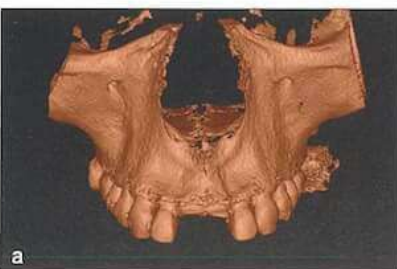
a～c 上顎骨のCBCTのポリウムデータ(a)と，IOSでの口腔内のスキャンデータ(b)をマッチングさせる。
